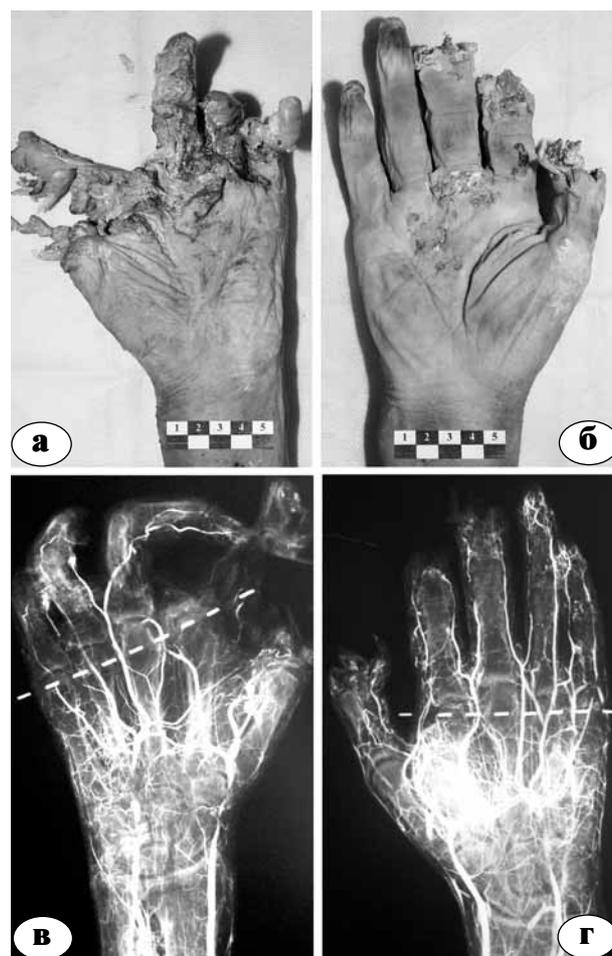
Различия во внешнем виде и рентгенографической картине повреждений кисти и пальцев после моделирования контактных взрывных ранений на биологических объектах: а, в – ранение при дополнительном воздействии кумулятивной струи; б, г – действие кумулятивной струи исключалось. Артериальное русло конечностей предварительно инъецировалось масляной эмульсией свинцовых белил
